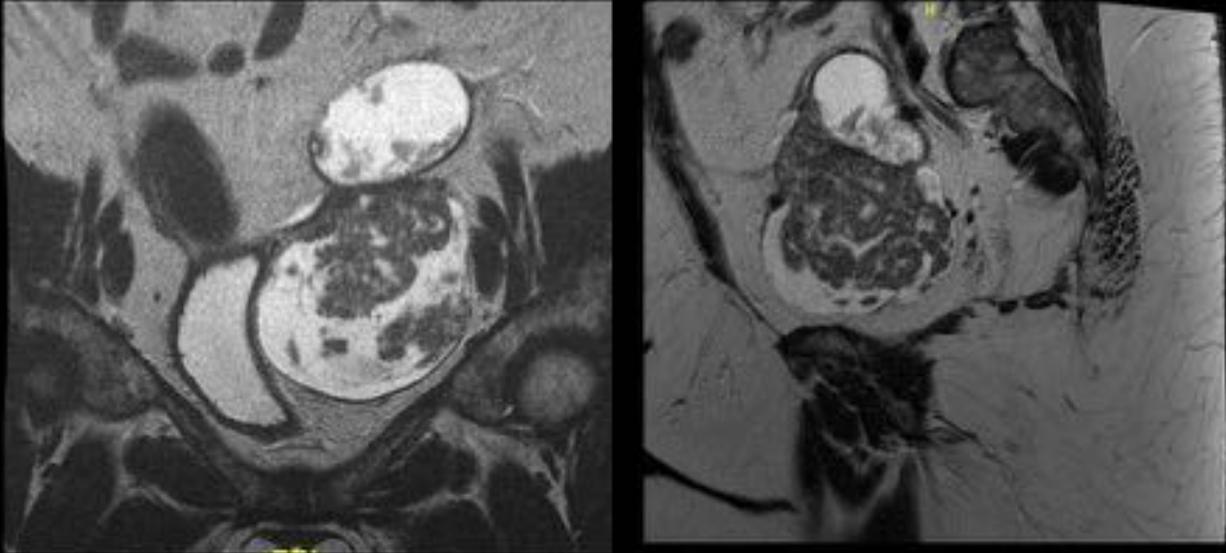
Mujer de 55 años, con dolor abdominal, sin antecedentes personales de importancia. RM con secuencia T2, en planos sagital y coronal, con presencia de masa pélvica heterogénea, sugestiva de leiomioma.
